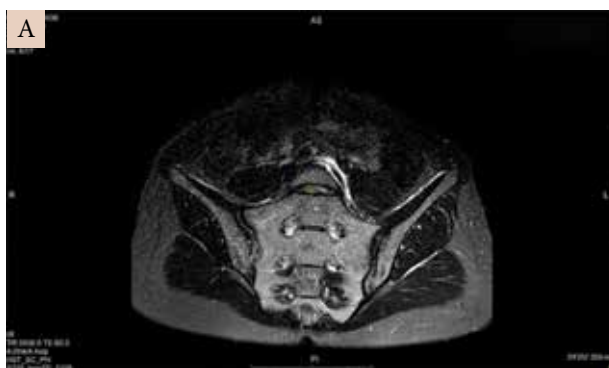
Магнитно-резонансная томограмма КПС пациентки П. в мае 2022 г. (MP-сигнал в режиме STIR не изменен (А), сигнал от субхондральных отделов боковых масс крестца неоднородный в режиме T1 вследствие наличия участков жировой перестройки костного мозга (Б))
